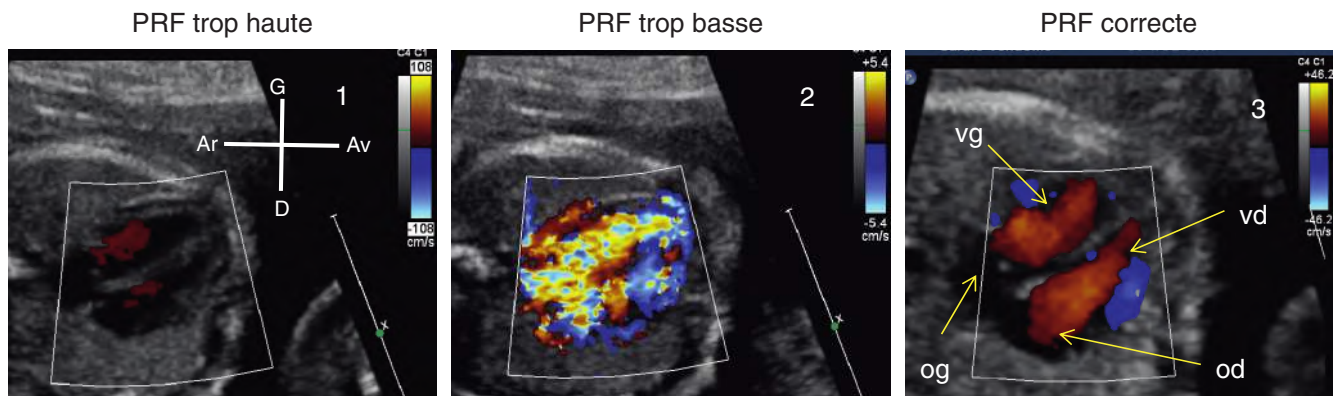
Flux Doppler couleur en incidence des quatre cavités. En 1, la PRF est trop élevée, la vitesse de repliement spectral est à 108 cm/sec, le flux couleur ne permet pas de remplir correctement les cavités cardiaques. En 2, la PRF est trop basse, la vitesse de repliement spectral est de 5 cm/sec. L'image est saturée par le flux couleur, les structures cardiaques ne sont plus analysables. En 3, le réglage de la PRF est adapté à la structure étudiée, la vitesse de repliement spectral est de 46 cm/sec, les cavités cardiaques sont bien moulées par le flux couleur. od : oreillette droite; og : oreillette gauche; vd : ventricule droit; vg : ventricule gauche.
